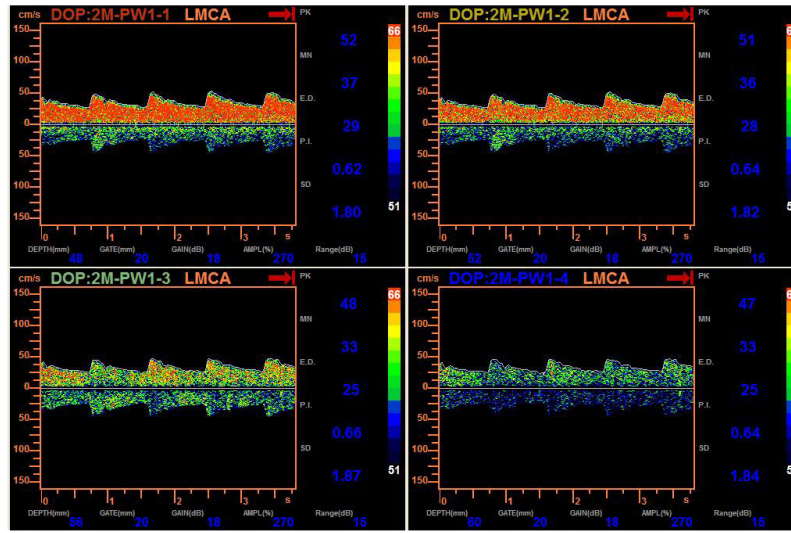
Esempio di immagine Doppler
